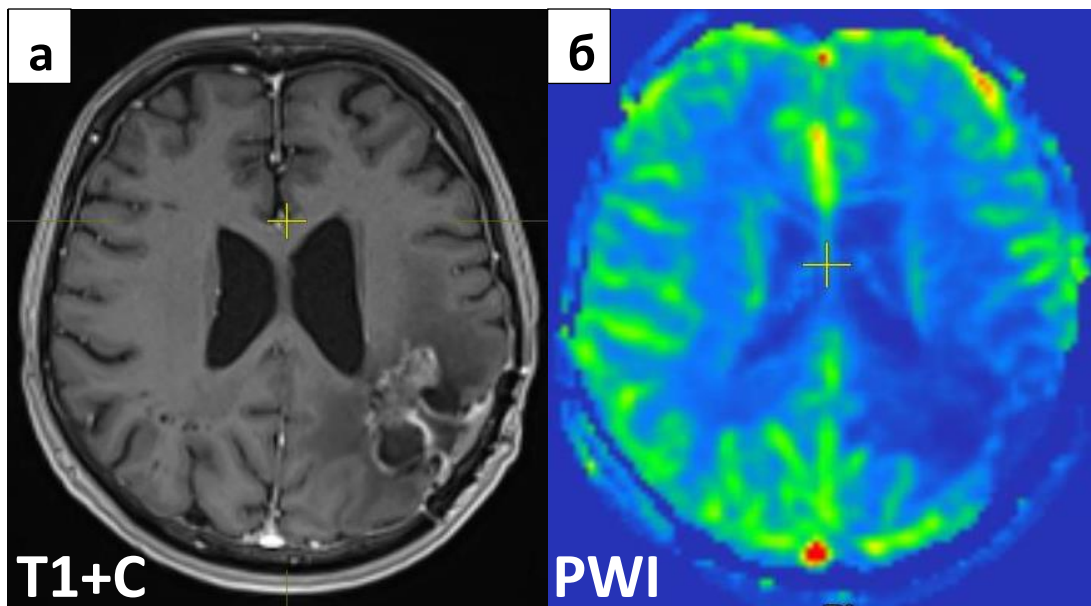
Тот же пациент Ш. с признаками положительной динамики по данным МРТ с T2\* перфузией через 4 месяца после лучевой терапии. На изображении в T1 с контрастированием (а) отмечается дальнейшая регрессия глиобластомы в теменной доле слева с уменьшением степени фиксации в её структуре гадолиний содержащего препарата, на перфузионном изображении (б) кровотока в зоне интереса снижен, гиперперфузионные участки отсутствуют.
